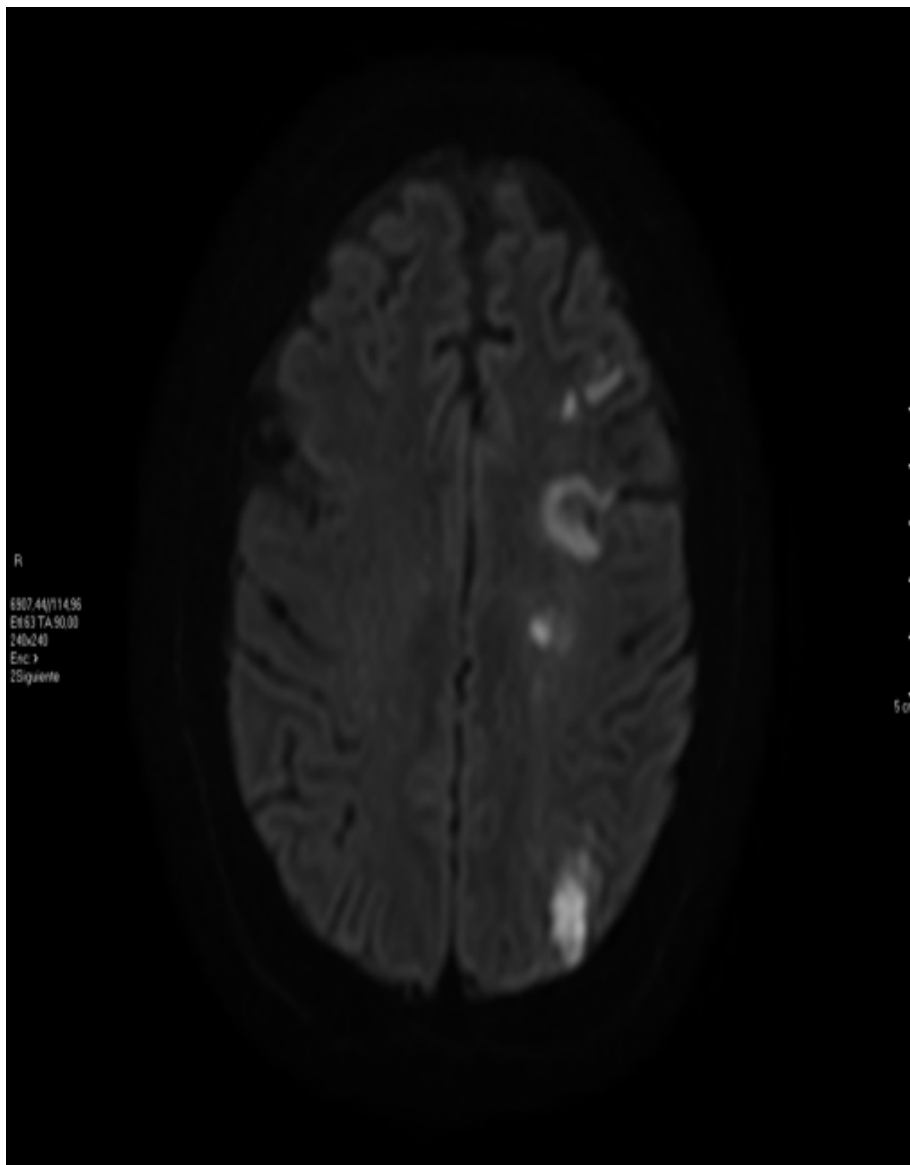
RM Cerebral* control: Secuencia Difusión; lesión isquémica hemisférica derecha.
